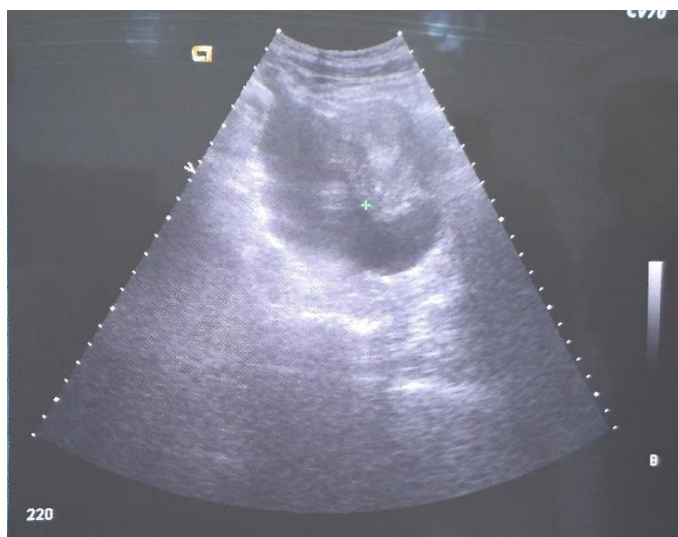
УЗИ. Наличие свободной жидкости в брюшной полости. Распространенный перитонит.
